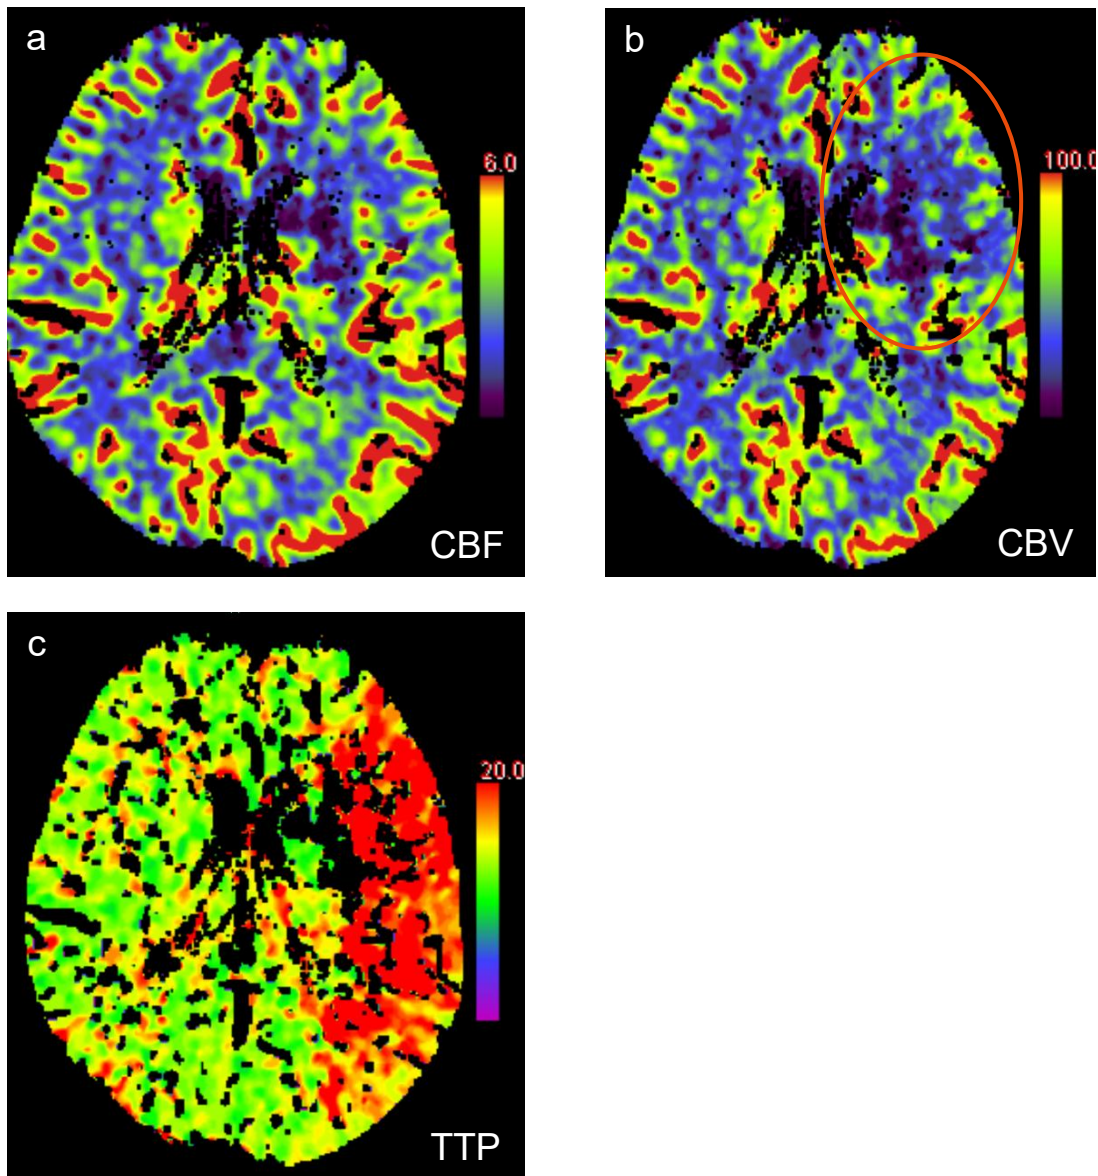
CT-Perfusionsbilder bei Verschluss der A. cerebri media links, mit freundlicher Genehmigung von Prof. Dr. med. Wiesinger (BKH Regensburg, Abteilung für Neuroradiologie)
